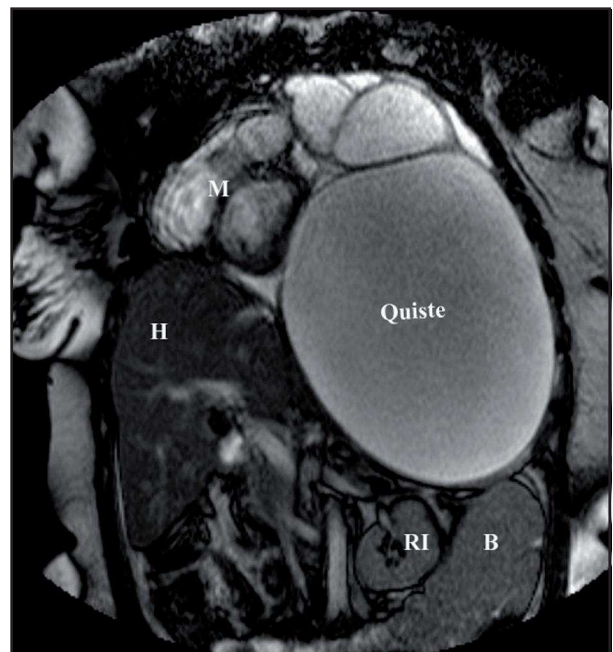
RM que muestra la lesión multi-quística gigante que desplaza el mediastino contralateralmente y al diafragma, al riñón izquierdo y al bazo hacia abajo. M: mediastino, H: hígado, B: bazo, RI: riñón izquierdo.
